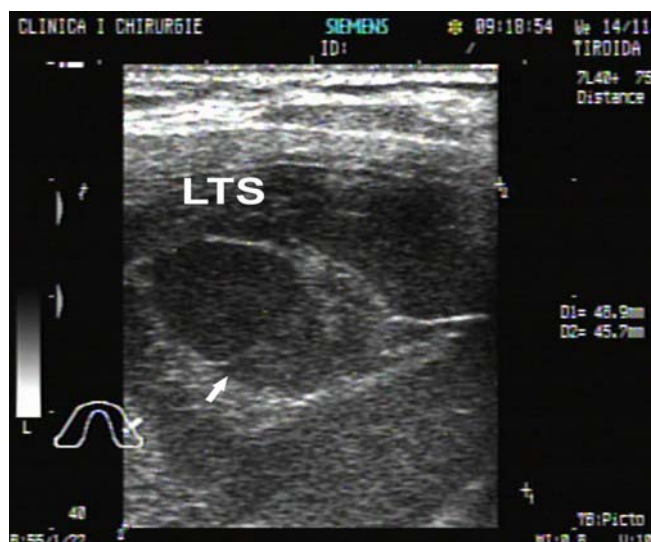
Examen ecografic, regiunea cervicală
